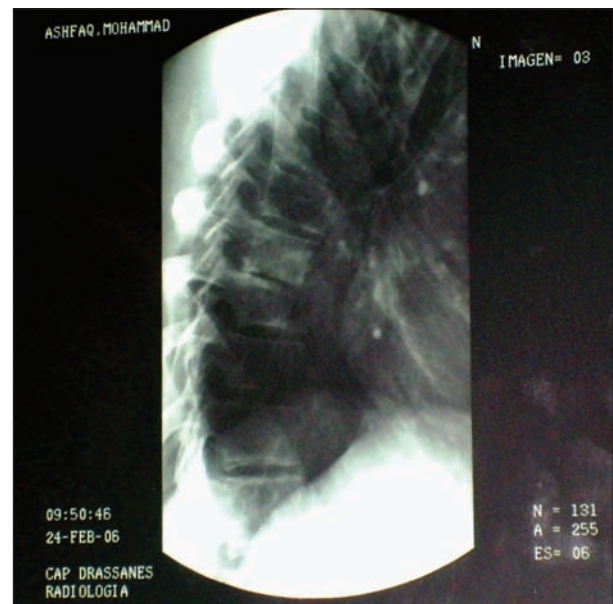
Radiografia lateral amb destrucció del cos de D9 i cifosi secundària
